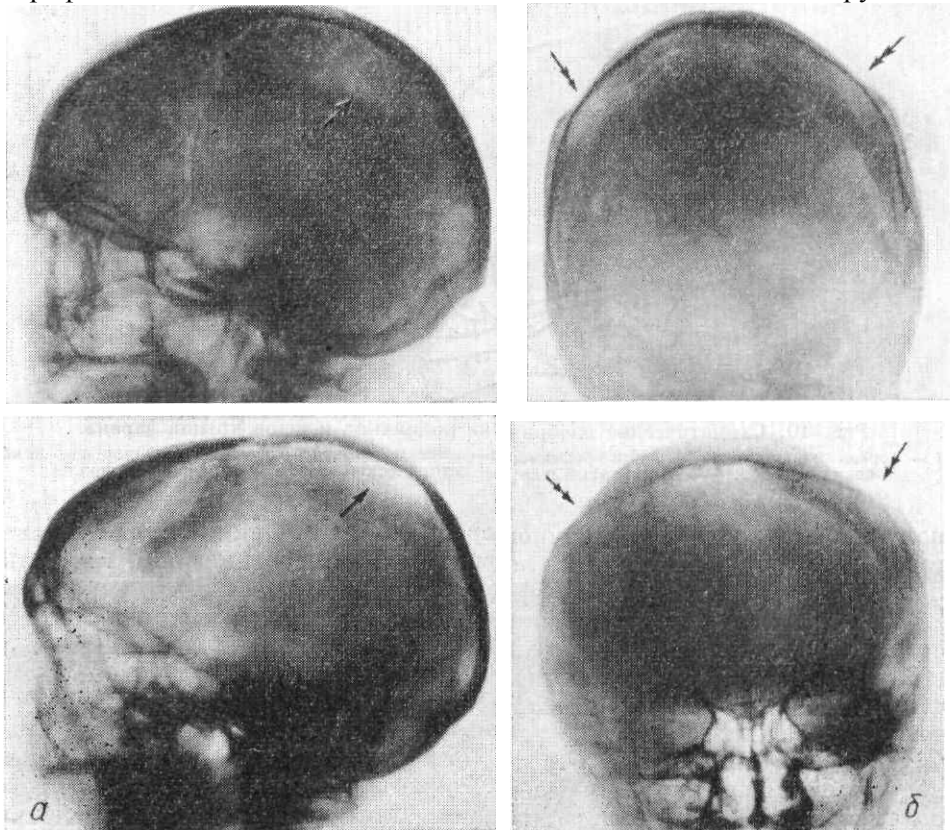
Рентгенограммы черепа.
